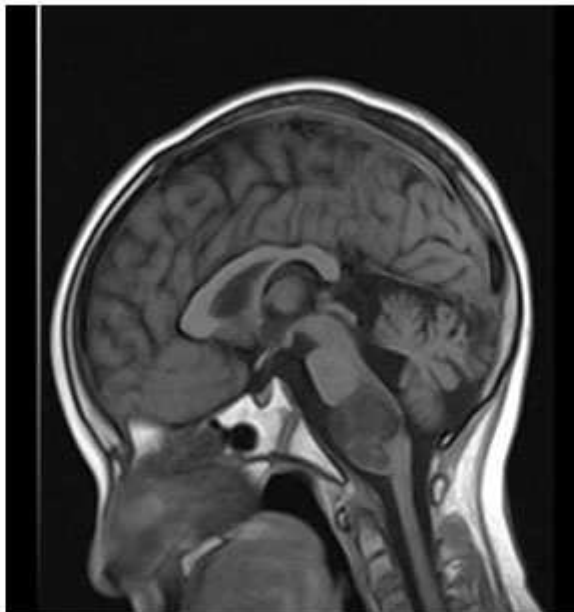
10/2007 Después de 1 año de tratamiento, diámetro 32,6 x 27,1 mm. RMN cerebro. Imagen compleja multilobulada región bulboprotuberancial
